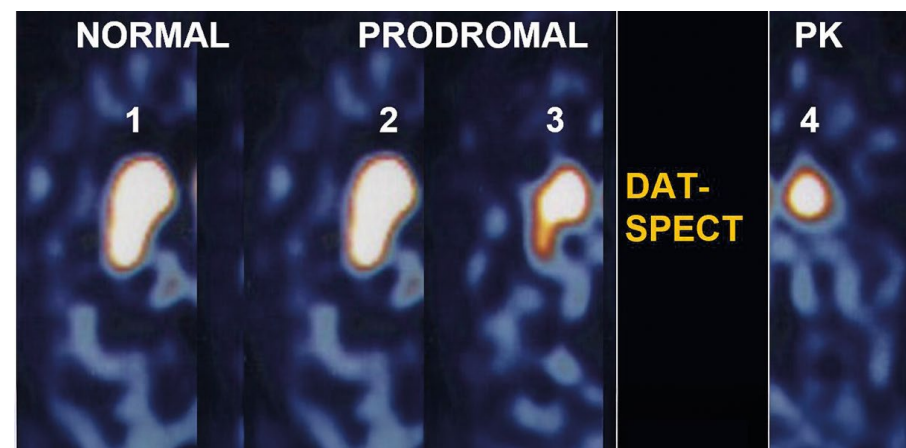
Darstellung des linken Striatums mit dem DAT-SPECT-Verfahren im gesunden Menschen und im prodromalen und manifesten Stadium der Parkinson-Krankheit
